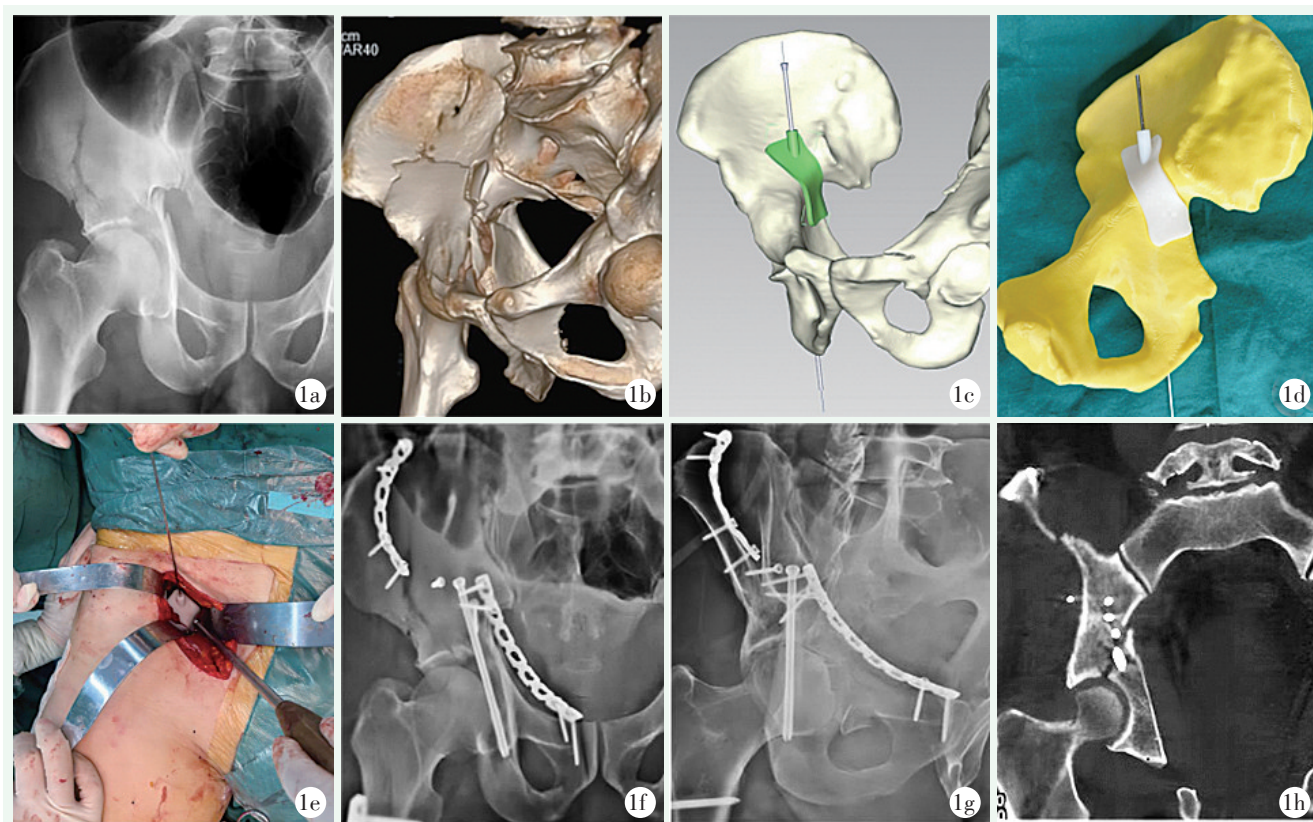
患者男性，59 岁。1a, 1b: 术前骨盆正位 X 线片及 CT 示右侧髋臼骨折 (双柱骨折); 1c: 术前在镜像模型中设计导板模型; 1d: 术前预试验验证导板的精准性; 1e: 术中经腹直肌外侧入路经导板置入后柱导针; 1f~1h: 术后 X 线片及 CT 示骨折复位及内固定位置满意。
